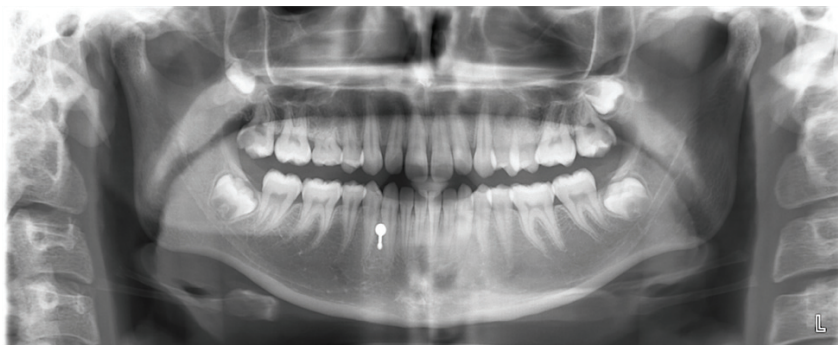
Radiographie présentant l'image d'un piercing
